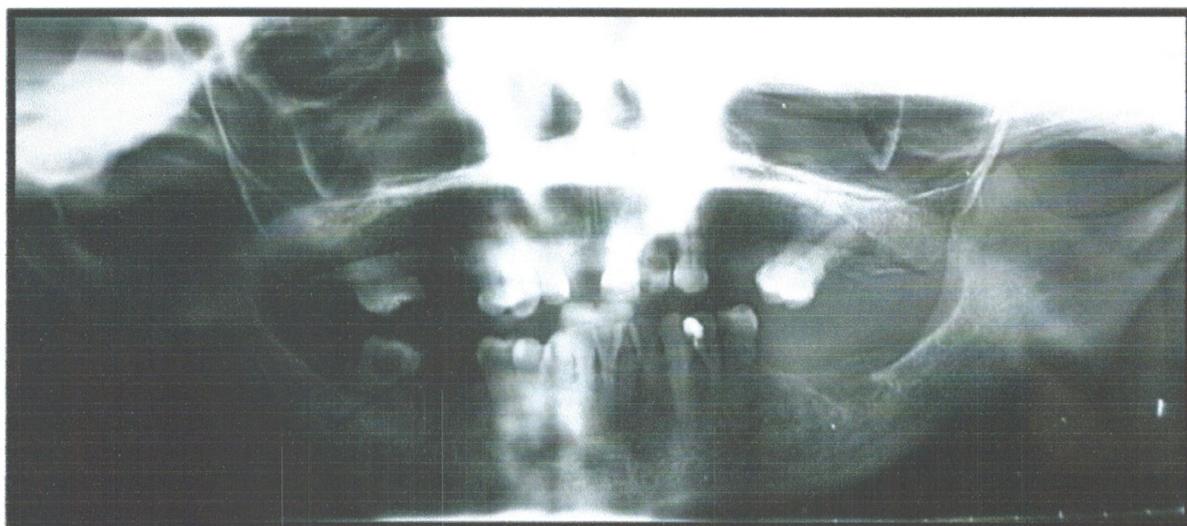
photo de la radiographie panoramique du cas clinique N02
